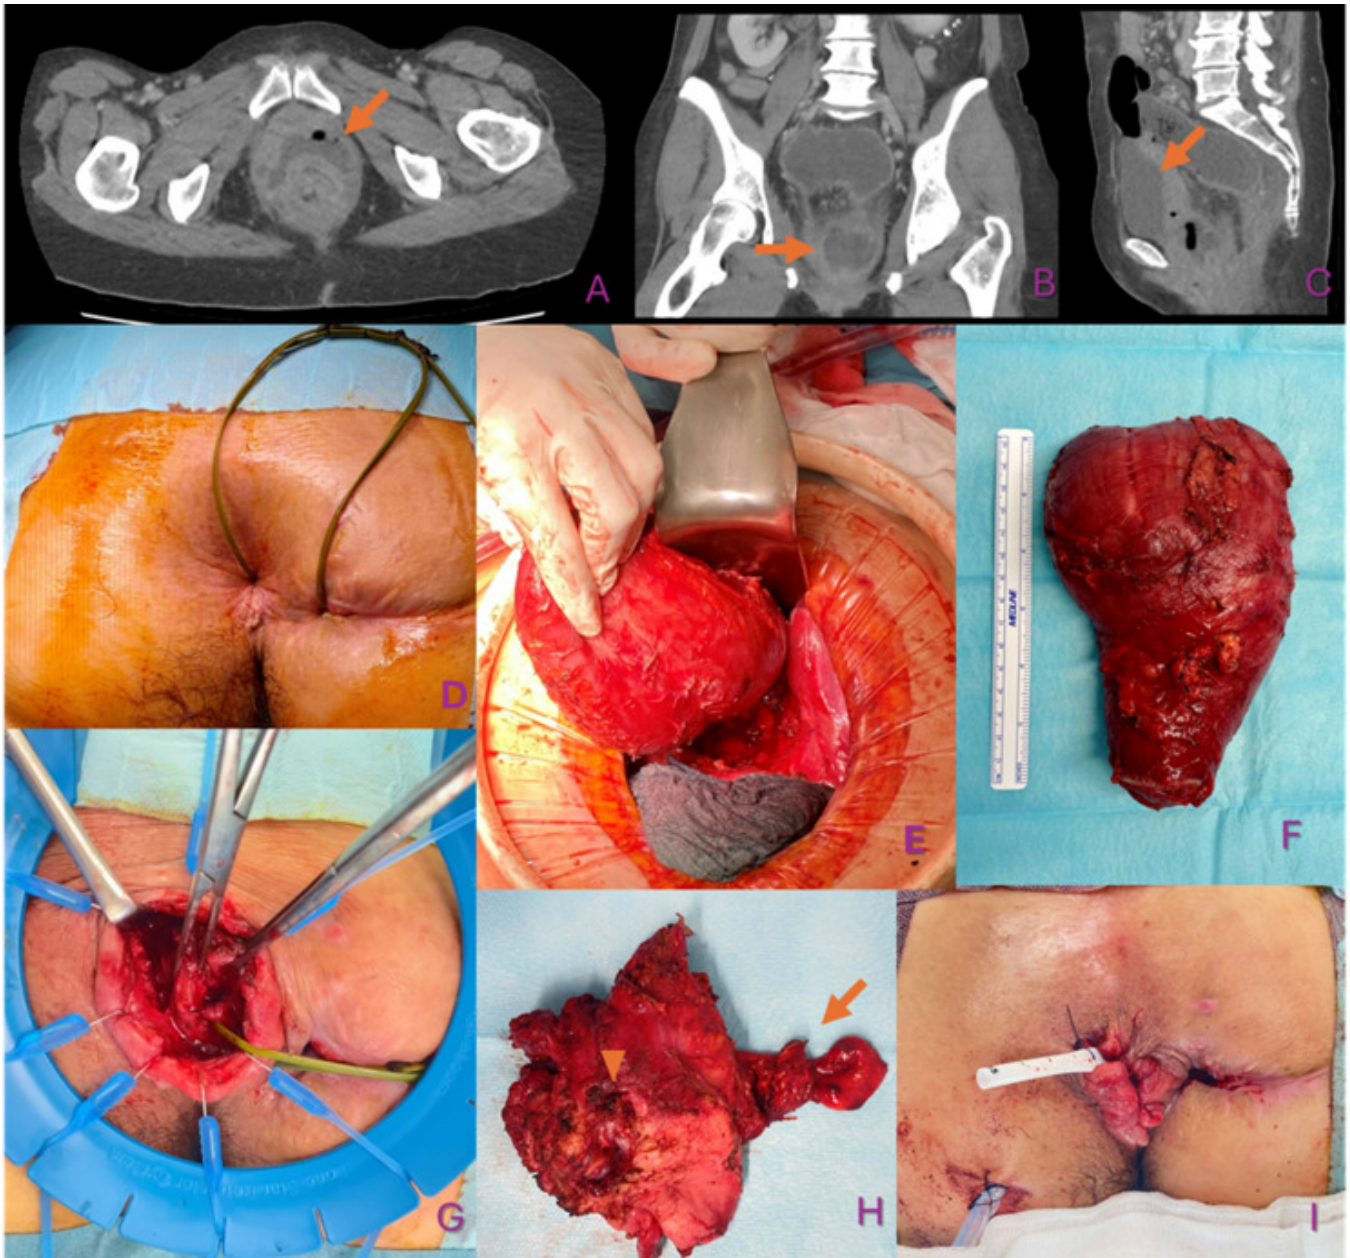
A, B y C: imágenes de TC urgente, se marca con flechas el absceso. D: setón tutorizando la fístula. E: situación intrabdominal del reservorio en cirugía de amputación. F: reservorio resecado. G: tiempo perineal con canal anal disecado y setón en trayecto fistuloso. H: pieza de canal anal, señalado con punta de flecha OFI a cavidad y con flecha el trayecto fistuloso. I: situación final con preservación de esfínteres.
